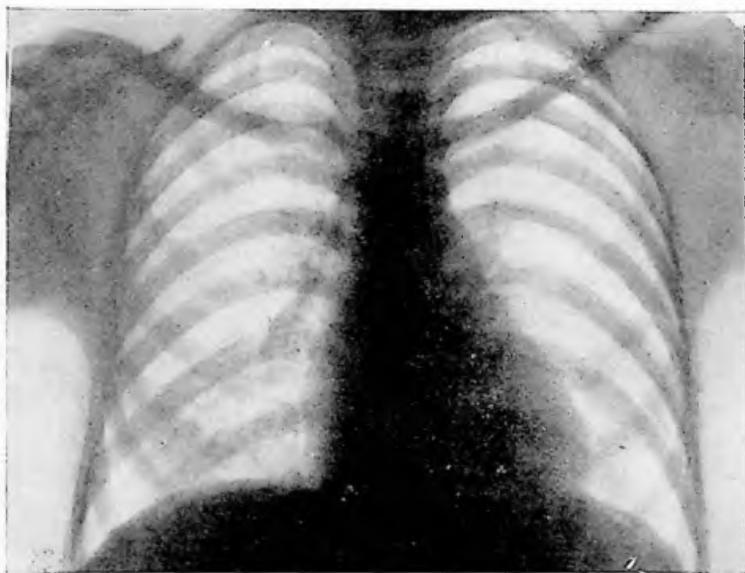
Obs. XXV: Tele-radiografia do tórax em 26-11-46.
